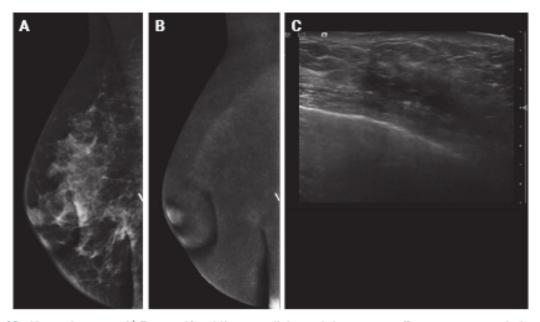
Necrosis grasa. A) Proyección oblicua mediolateral de mamografía con contraste de la mama derecha; en la imagen de baja energía se aprecia una distorsión arquitectural en el área de tumorectomía previa. B) La imagen recombinada muestra un realce tipo no masa focal de intensidad leve. C) Ecografía: imagen seudonodular hipoecogénica de bordes mal definidos.
